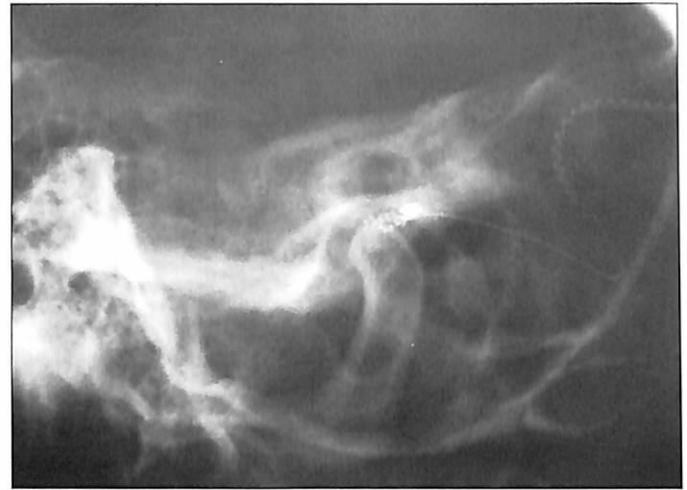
Radiografia simples comprovando o enovelamento dos eletrodos no interior da cóclea.
